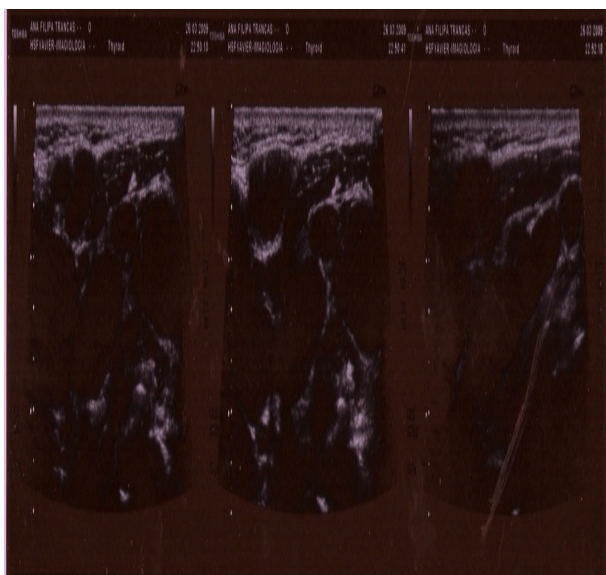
Ecografia Cervical - adenopatias na cadeia latero-cervical esquerda
